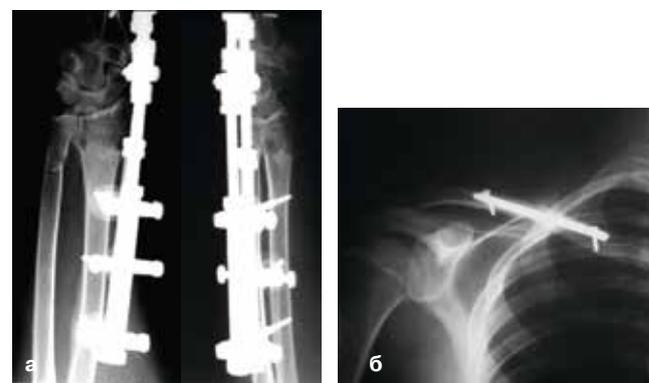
Рентгенограммы больного Г. после операции:
